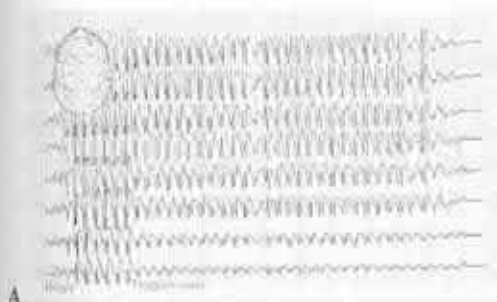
/ A. Traseul EEG în encefalita herpetică. Descărcări periodice și paroxistice de vârfuri uni- sau bitemporal; B. Encefalită herpetică: imagine IRM T2-ponderată
